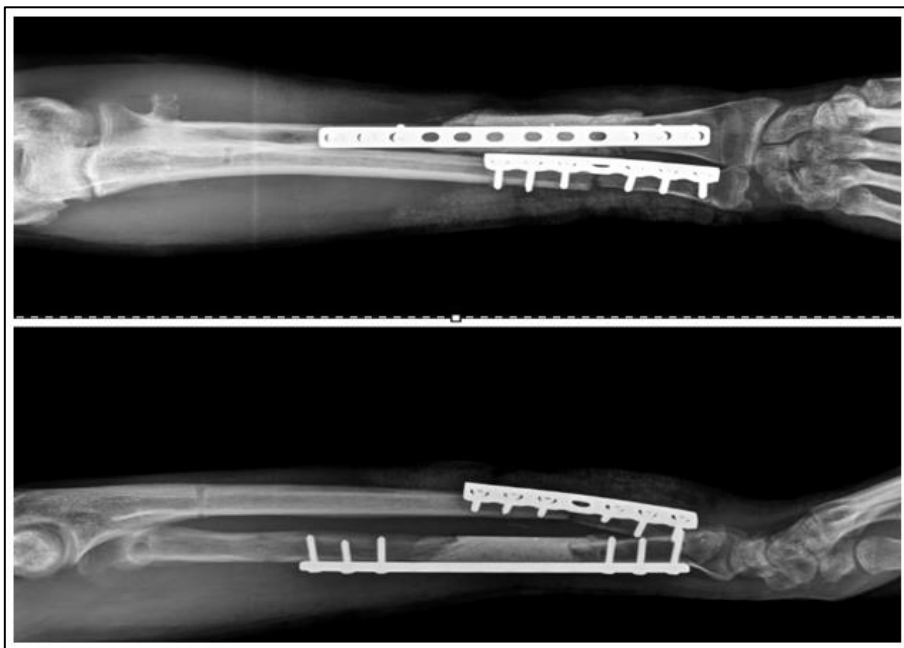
Radiografias anteroposterior (AP) e perfil do antebraço esquerdo após cimento ósseo pela técnica de Masquelet.
